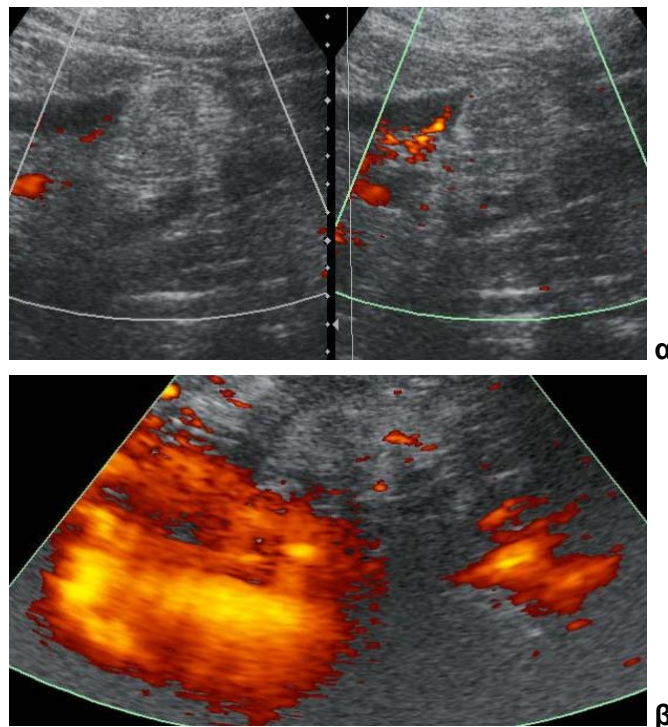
Φυσιολογικός νεφρός μετά από έγχυση μικροφουσαλίδων, α) στην κλίμακα του γκρι και β) σε έγχρωμο Doppler. Απεικονίζεται καθολική σκιαγράφιση του νεφρικού παρεγχύματος με το σκιαστικό.
